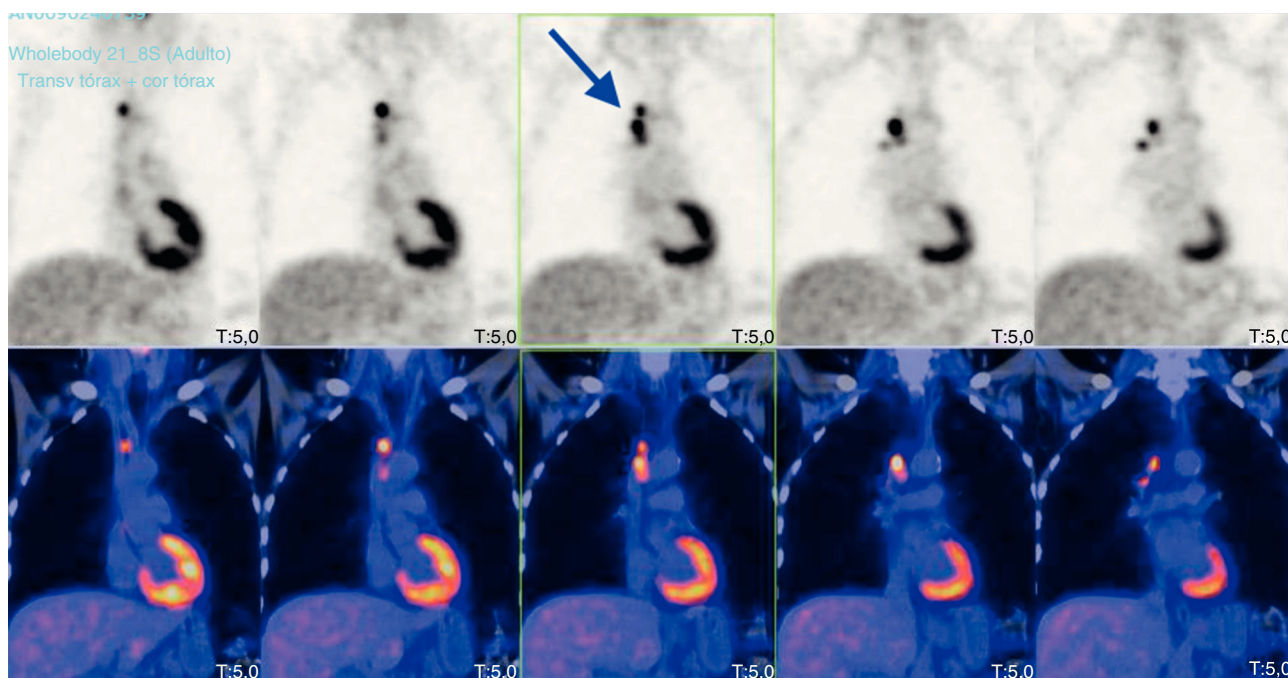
PET/TAC de la paciente donde se observa aumentos en la captación de glucosa en las estaciones ganglionares 4R y 2R que se encuentran señalados por la flecha azul. Los colores de la figura solo pueden apreciarse en la versión electrónica.
